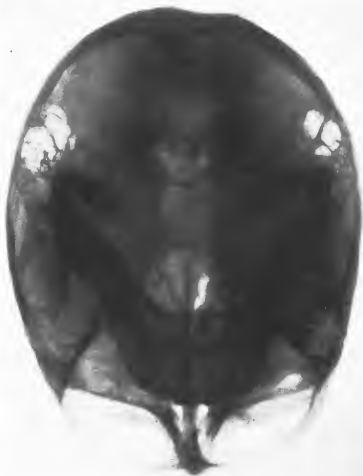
Radiographie prise en position de Hirtz. Méningiome de la gaine du trijumeau gauche. Remarquer la densification du plancher de la fosse moyenne et la disparition des contours des trous grand rond et ovale. (À droite sur le cliché.)
